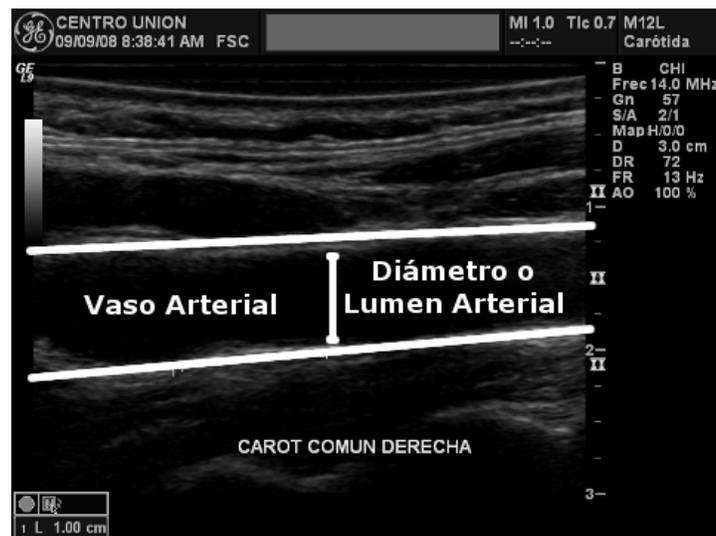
Imagen de ultrasonido de una arteria.
